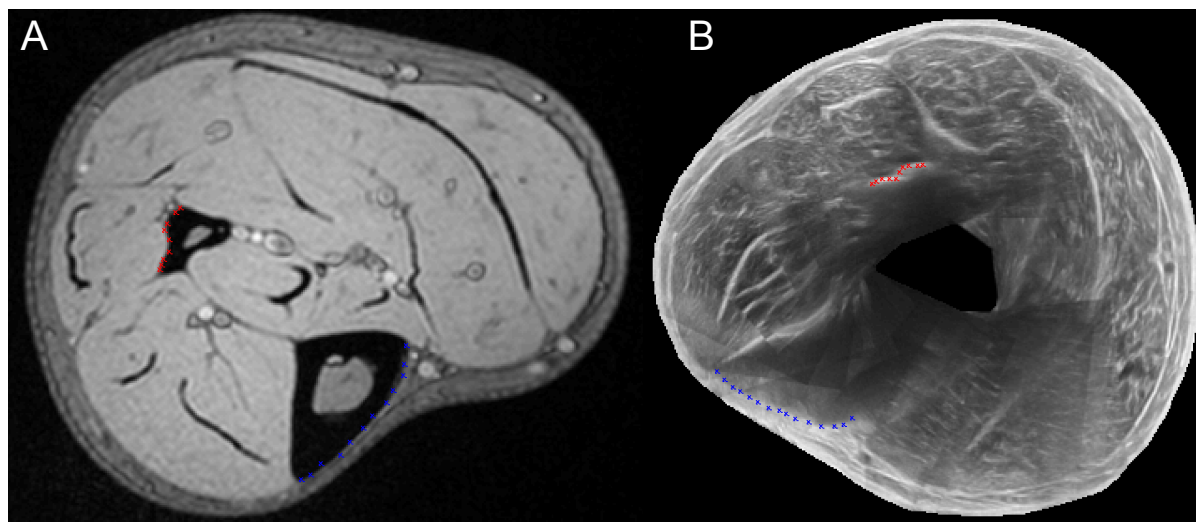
Recalage de deux modalités d'imagerie - Les bords du tibia (bleu) et de la fibula (rouge) sont repérés sur le scan IRM (A) et sur la reconstruction ultra-sonore (B) afin de recalier les images par une transformation de corps rigide.
